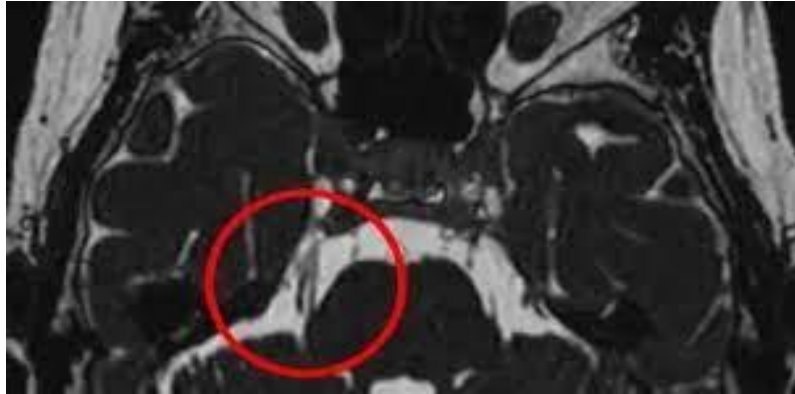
Compresión vascular vista desde una Imagen de Resonancia Magnética. Fuente: Clínica Universidad de Navarra.
